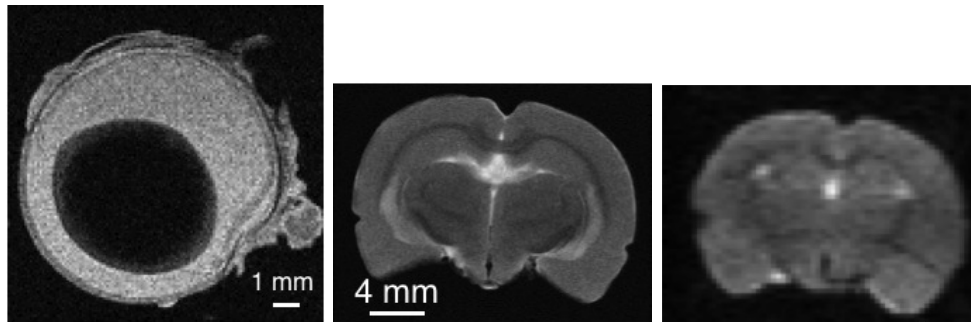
MRT-Aufnahme von einem Auge (FLASH, $62 \cdot 62 \cdot 250 \mu\text{m}^3$, links) und dem Gehirn einer Ratte (FLASH, $62 \cdot 62 \cdot 1000 \mu\text{m}^3$, mitte). EPI-Aufnahme derselben Schicht ($250 \cdot 250 \cdot 1000 \mu\text{m}^3$, rechts).
